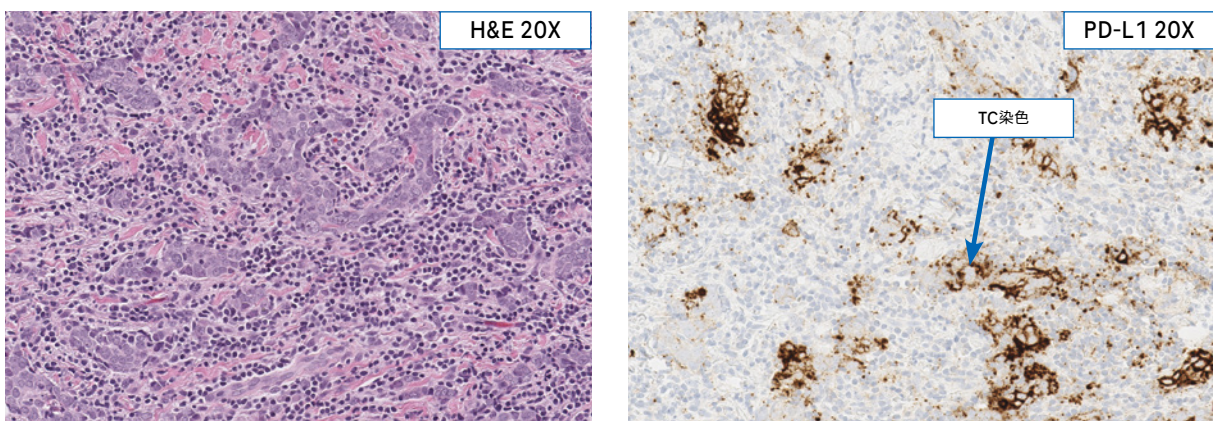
TC染色が濃い粒状または点状であり、H&Eスライドにおいて腫瘍細胞内に免疫細胞が認められる場合、腫瘍細胞内および間質におけるIC染色を評価する。IC染色とTC染色を鑑別するために高倍率で慎重な観察が必要となる。線状の染色は、TC染色であることが多く、点状・顆粒状の染色はIC染色であることが多い。
